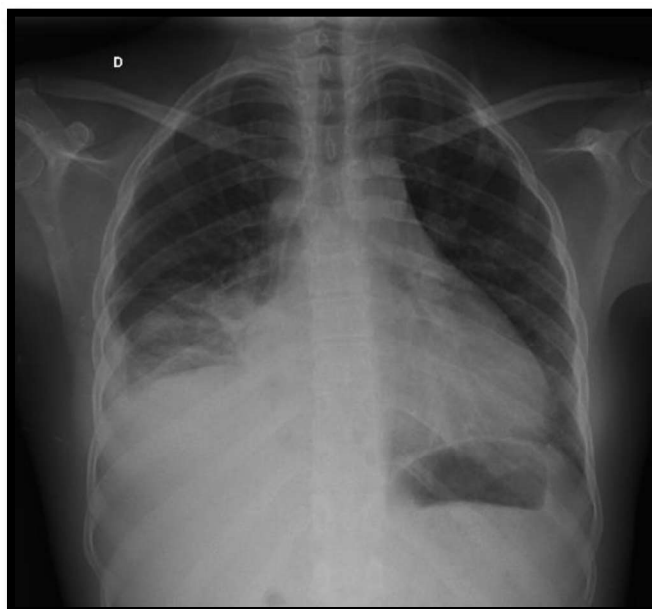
Paciente com 29 anos apresentando tosse e febre. Realizada radiografia de tórax que demonstra consolidação no lobo inferior direito, associada a derrame pleural ipsilateral.
